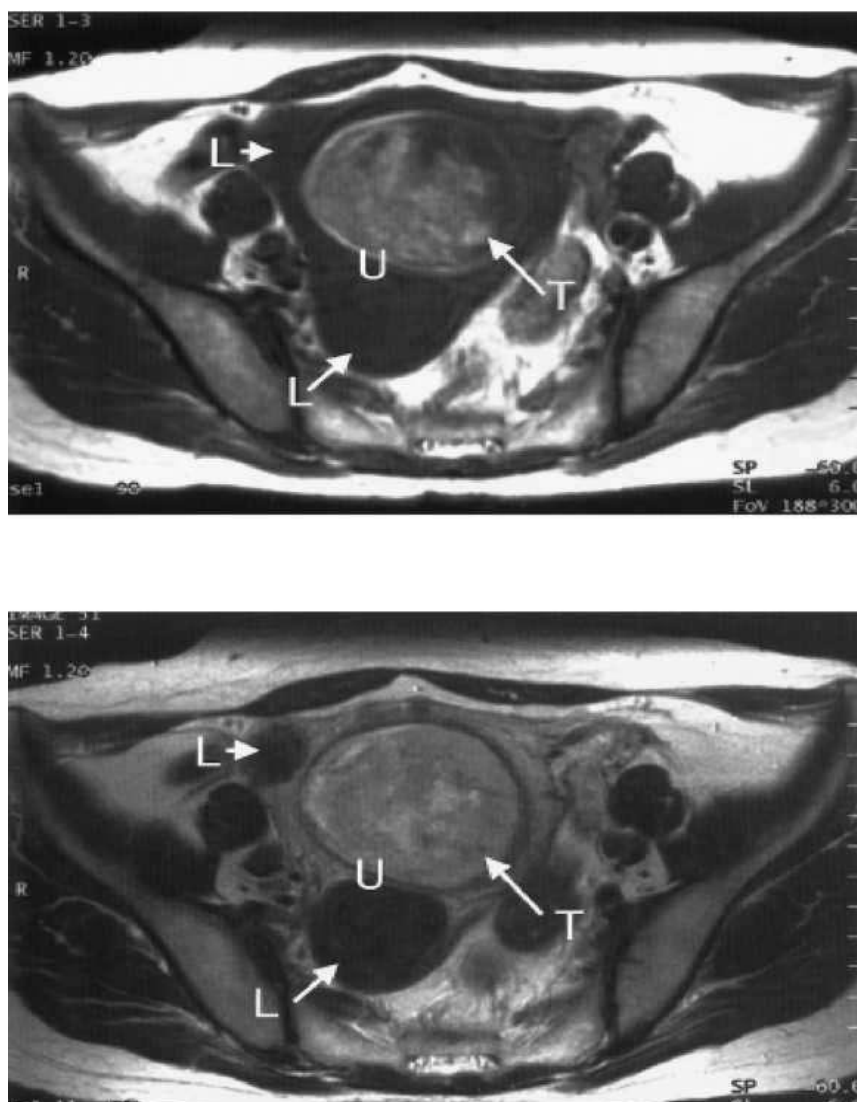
Patiente de 52 ans porteuse d'un SSE ; image IRM du pelvis en coupe transaxiale (A) : en séquence T1 la tumeur présente un hyper signal T dans l'utérus U. Le léiomyome L est localisé en postérieur et à droite du SSE. (B). en séquence T2Le SSE parait hétérogène (247)
